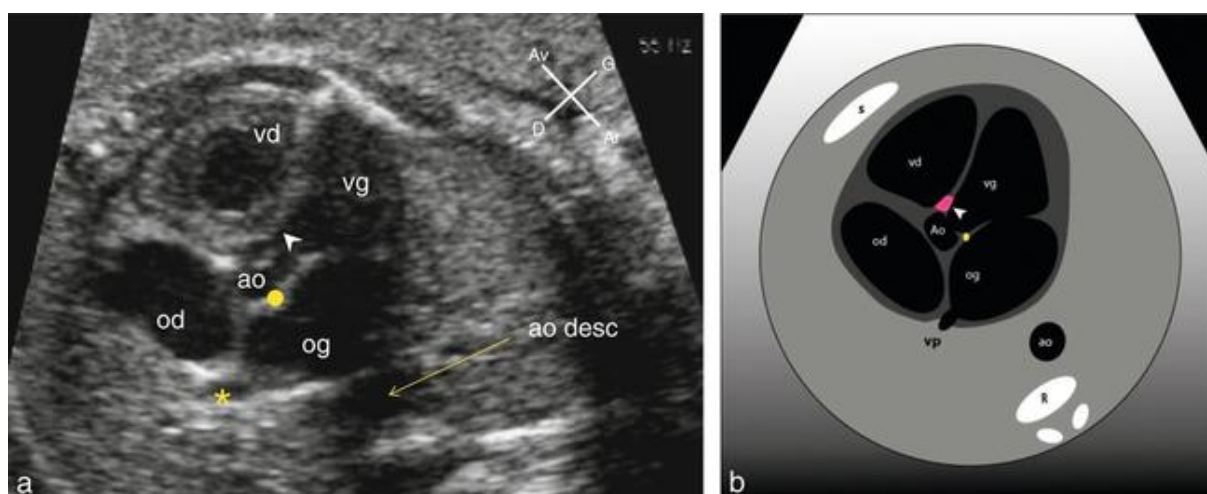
Coupe échographique d'une incidence des cinq cavités en diastole (a) et diaphragme correspondant (b) [12].
